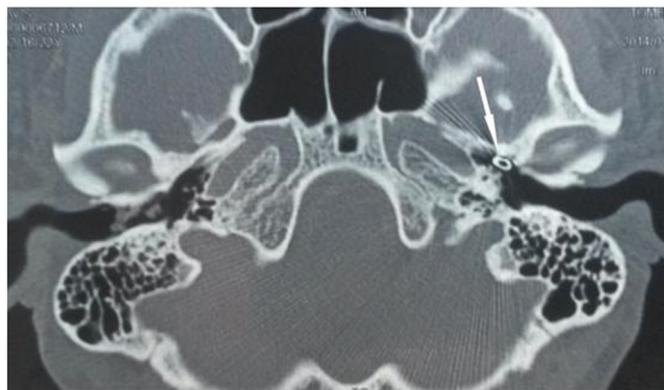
КТ височной кости в аксиальной проекции – инородное тело расположено в костном отделе Евстахиевой трубы слева.
